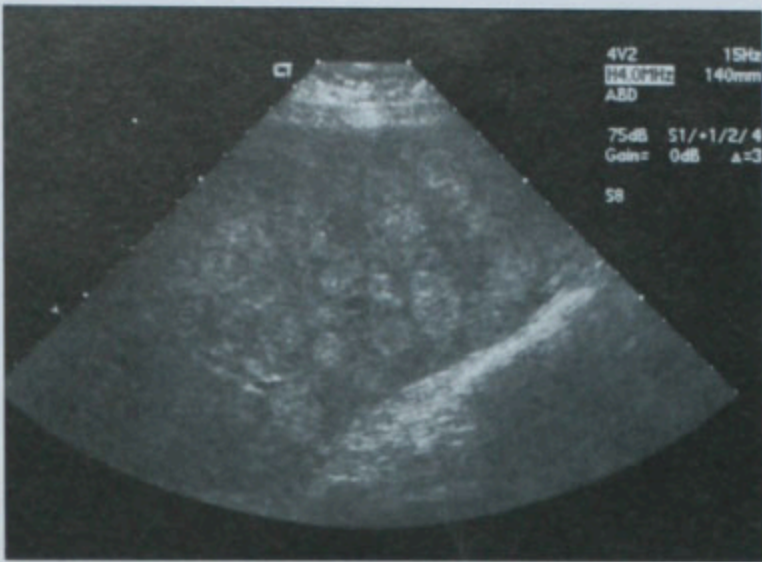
多发肝细胞肝癌:超声发现肝内多个强回声肿块
